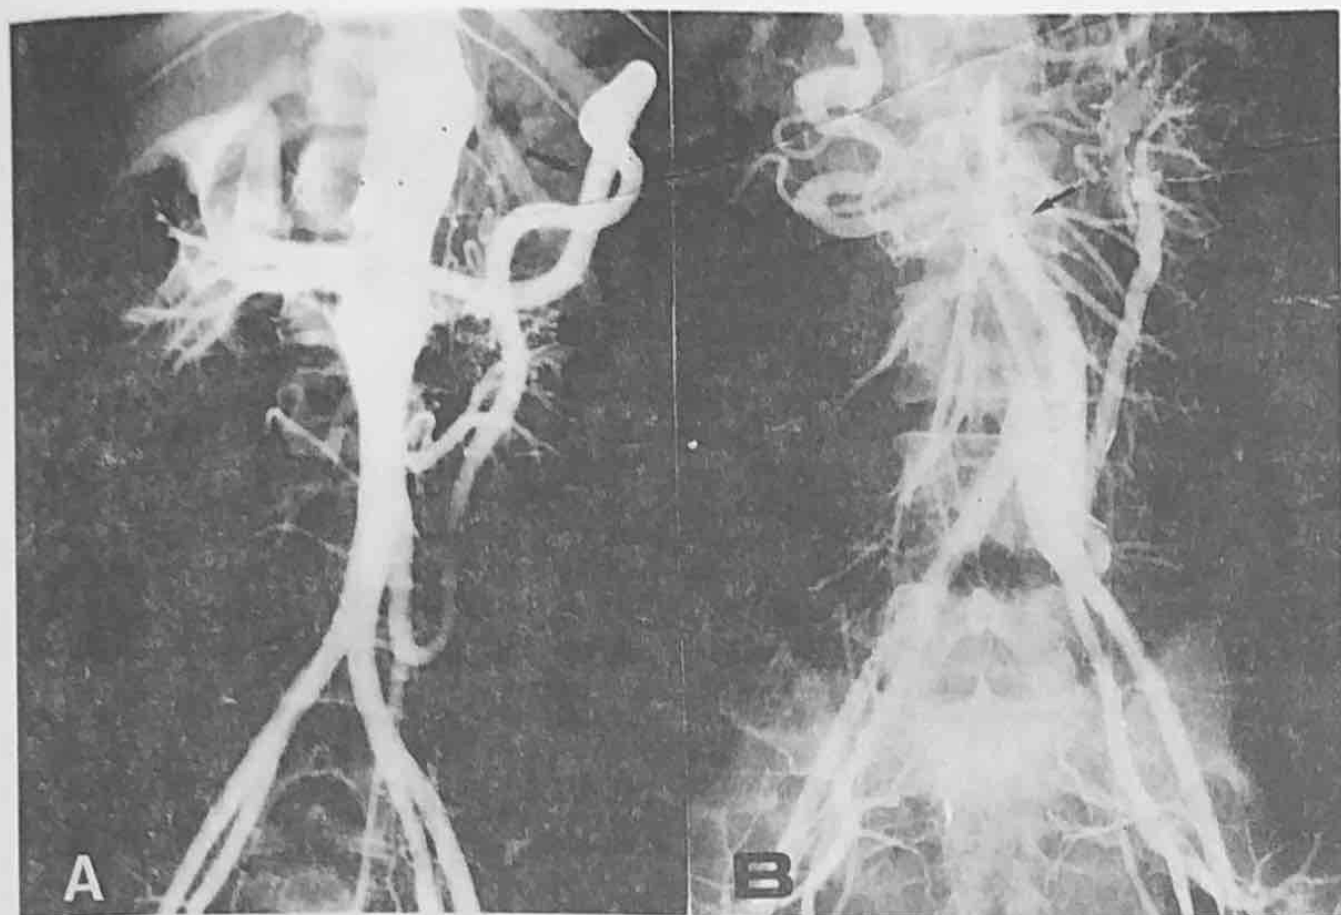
A. Aortografía abdominal (caso N° 9) obtenida 5 años antes de revascularización visceral por hipertensión arterial severa. Se observa oclusión completa del tronco celíaco (TC) y de la arteria mesentérica superior (MS), las que se llenan desde la mesentérica inferior a través de la arcada de Rioloano hipertrofica (flecha). Presenta además la oclusión de la arteria renal superior izquierda. B: Control postoperatorio. Llene de las ramas de la MS y del TC a través de un puente Ilio-MS. También se observa un puente ilio-renal izquierdo (flechas).
